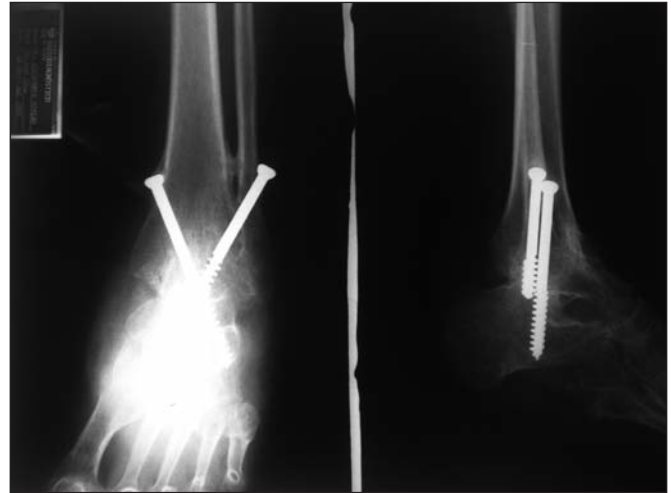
Radiografía en posición ánteroposterior y lateral de tobillo izquierdo, que muestra material de osteosíntesis.
